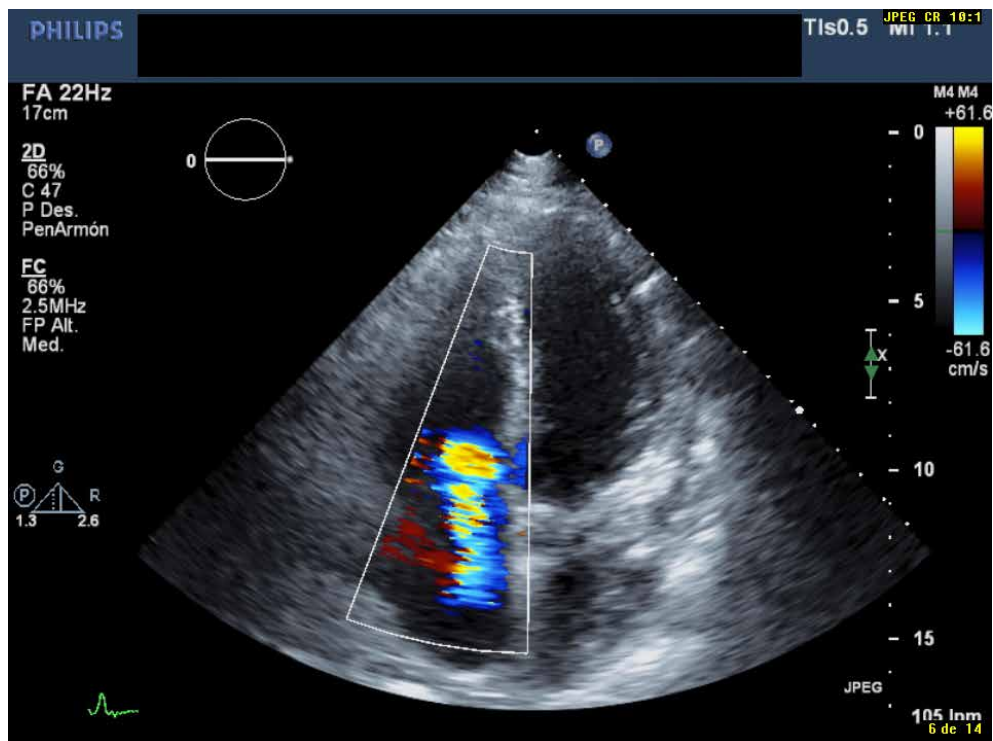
Plano cuatro cámaras de ecocardiografía transtorácica. En color se visualiza la insuficiencia tricuspídea severa secundaria a la dilatación del ventrículo derecho.
